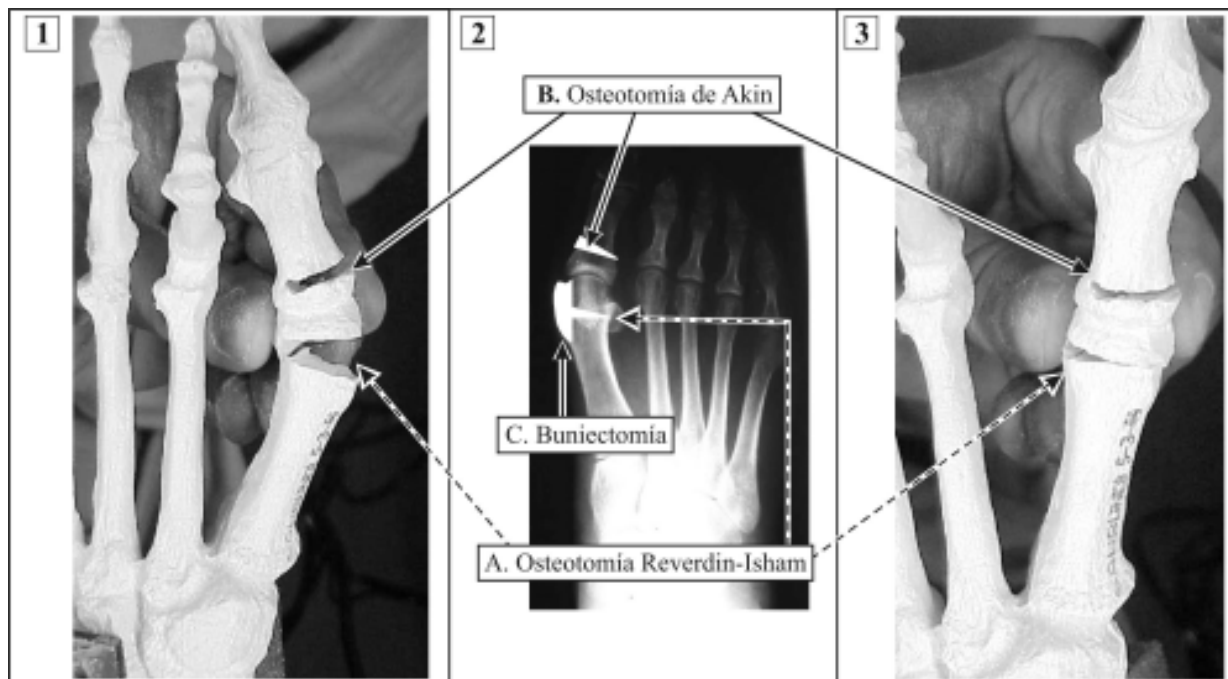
Muestra las correcciones óseas que se realizan a los pacientes mediante la técnica descrita. 1. Modelo con osteotomías realizadas aún sin corrección. 2. Radiografía con sitio de osteotomías marcado. 3. Modelo con osteotomías realizadas y corrección angular completa. A. Osteotomía de Reverdin-Isham. B. Osteotomía de Akin. C. Exostosectomía o buniectomía.
